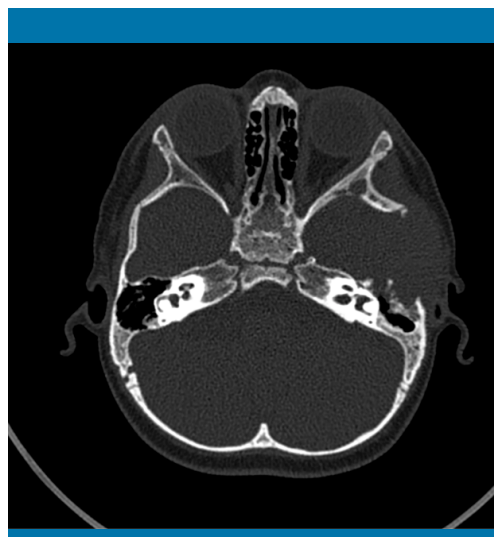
TC cerebral correspondiente al caso clínico 2
